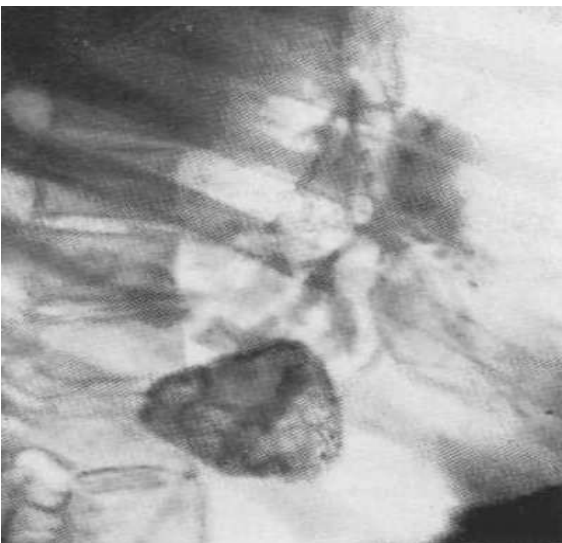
Рентгенограма у боковій проекції. Гамартома.
